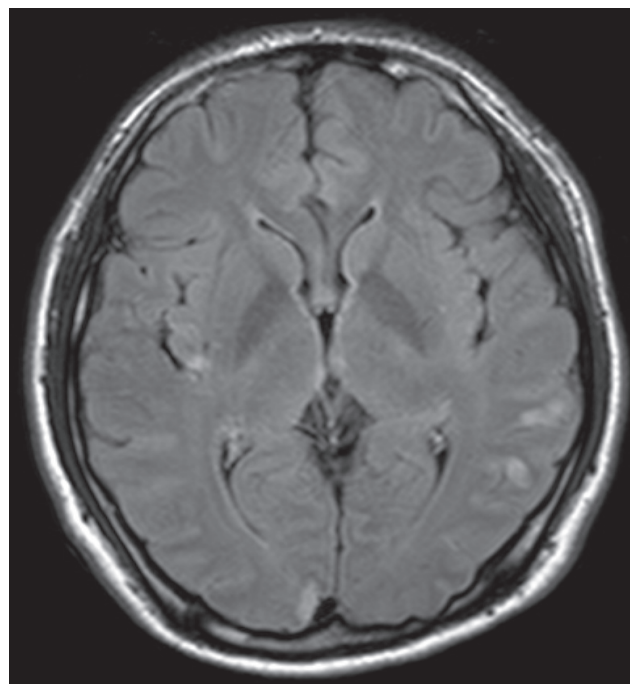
Multifocal acute cortical and subcortical infarcts in both cerebral hemispheres on brain MRI at hospital day 12.
